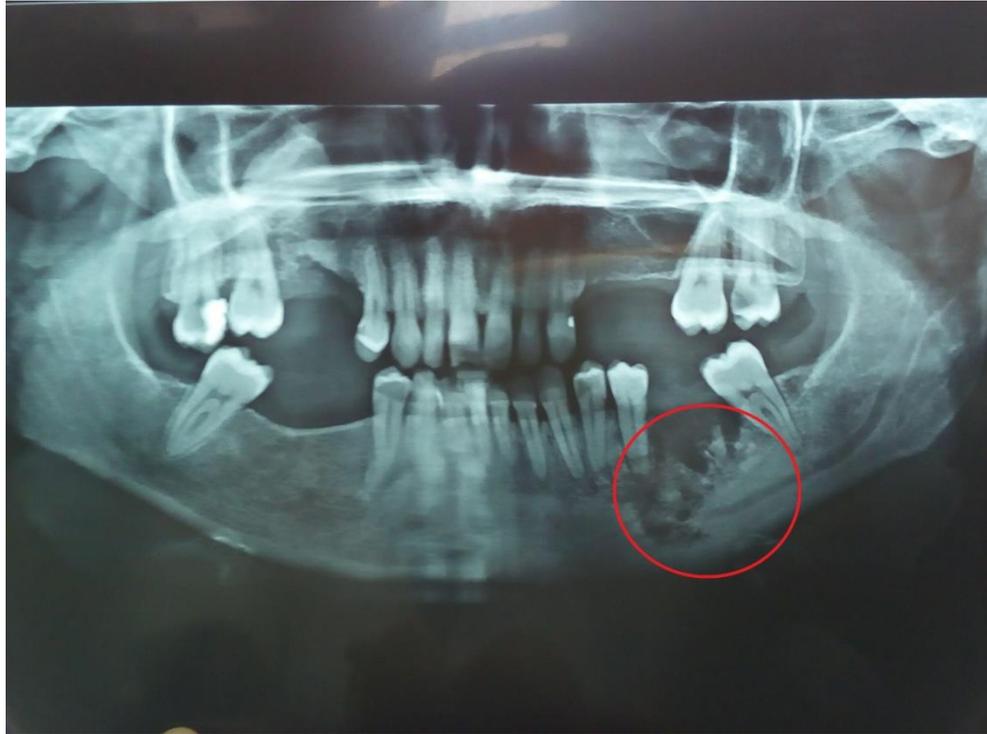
radiographie panoramique
